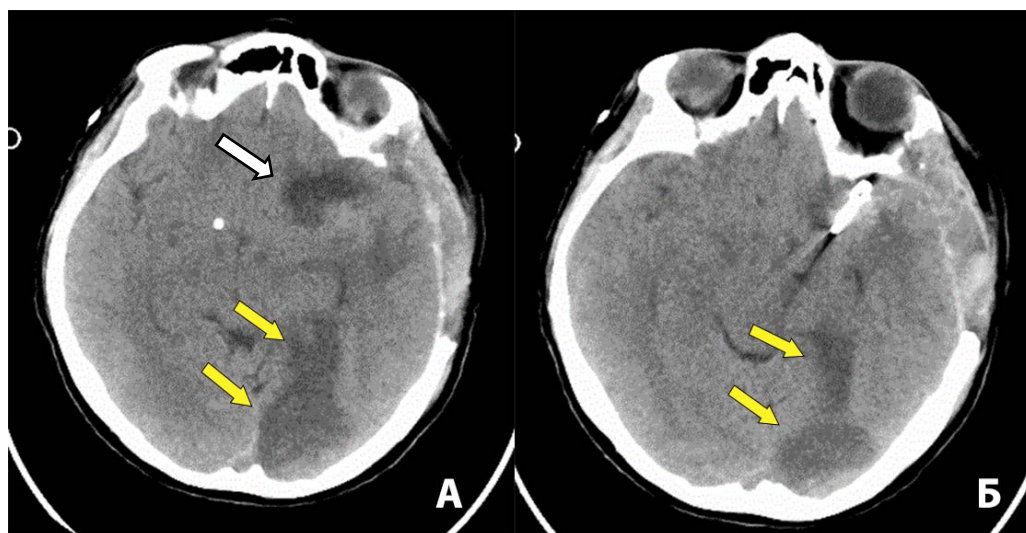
Нативное КТ-исследование пациентки, выполненное на 5 сутки после операции (7 сутки после САК). Отмечается постдислокационный ишемический очаг в бассейне левой ЗМА (обозначен желтыми стрелками). Гиподенсивные изменения в области сильвиевой щели слева в ложе удаленной гематомы (обозначены белой стрелкой)
